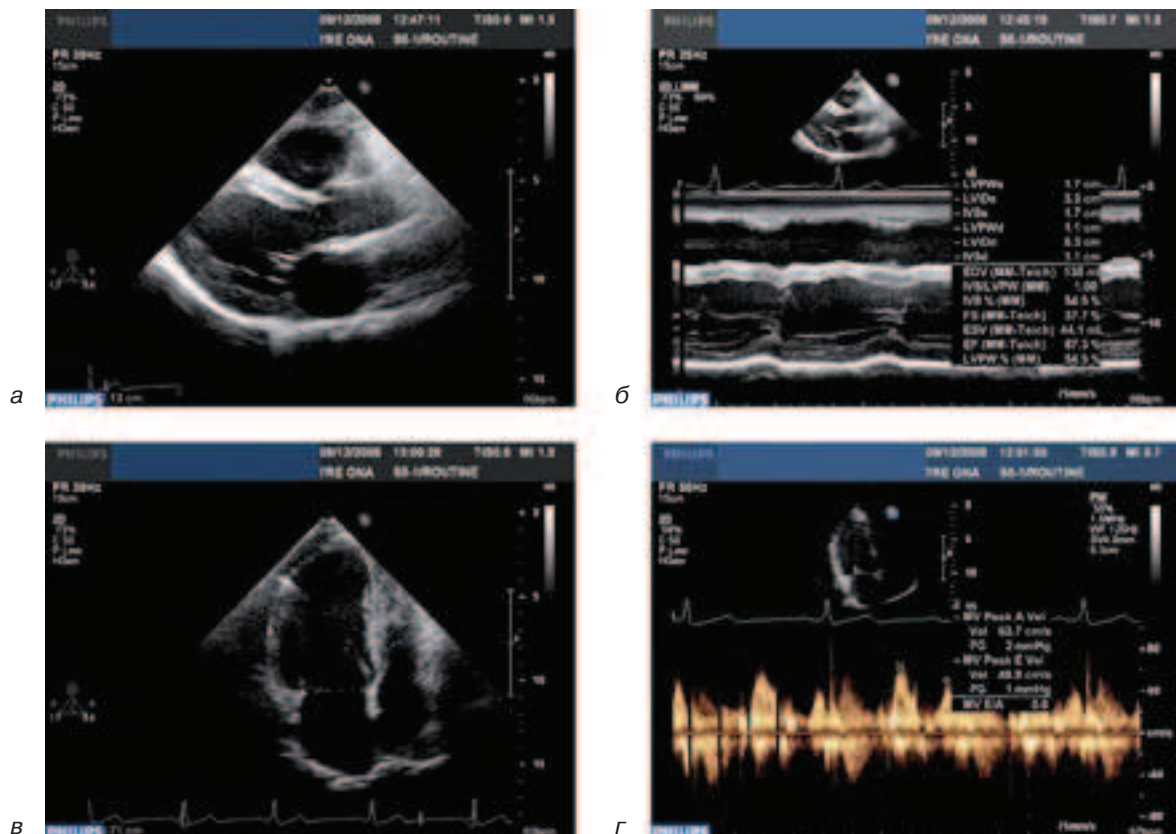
Эхокардиограммы:
